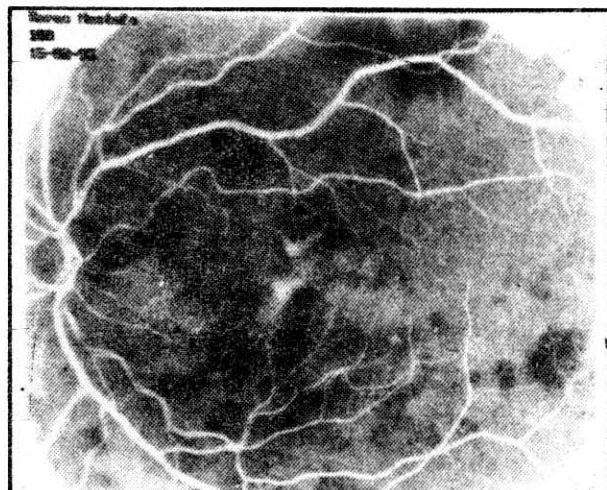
3 nolu olgunun sağ gözünün ICG anjiografisinin geç dönem görünümü (30 dak.)
